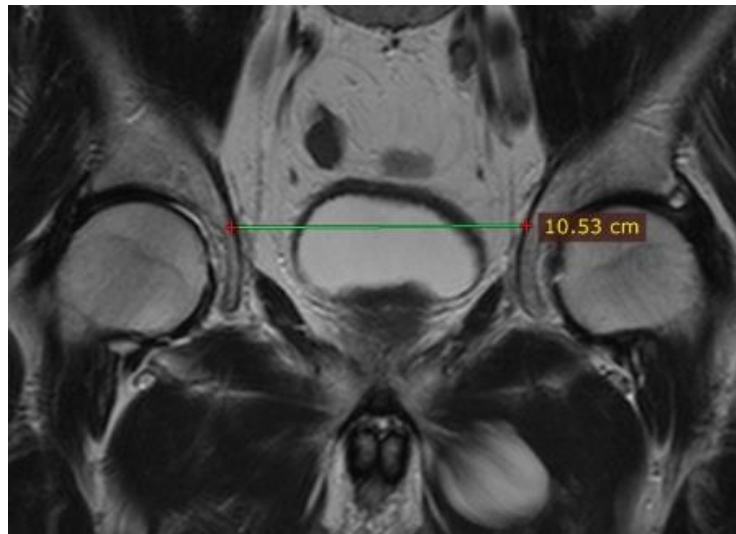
МРТ малого таза, коронарный срез. Поперечный размер входа в малый таз равен 10,53 см
